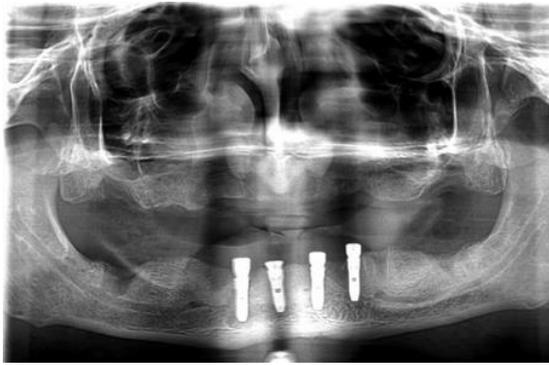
Radiographie panoramique suite à la pose des 4 implants avec leurs vis de cicatrisation.(52)
